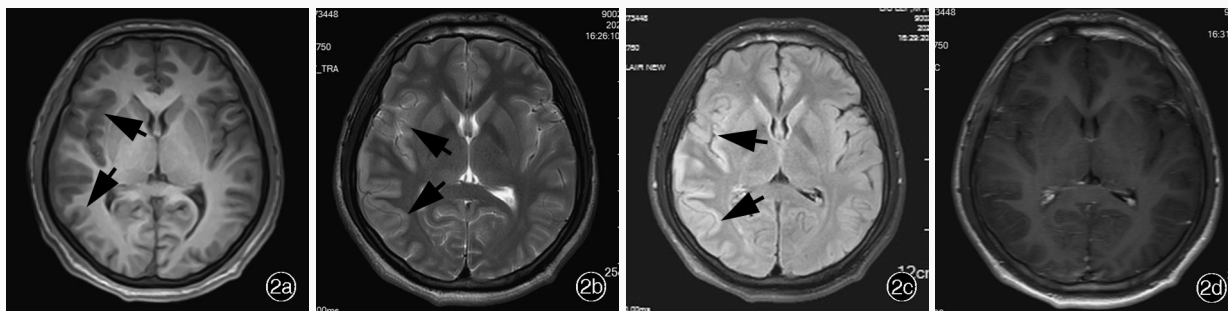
头部MRI检查所见 2a 横断面T₁WI显示右侧颞顶皮质沿脑回走行的斑片状等信号影(箭头所示) 2b 横断面T₂WI显示右侧颞顶皮质沿脑回走行的斑片状高信号影(箭头所示) 2c 横断面FLAIR成像显示右侧颞顶皮质肿胀,呈高信号影(箭头所示) 2d 横断面增强T₁WI未见明确异常强化征象
